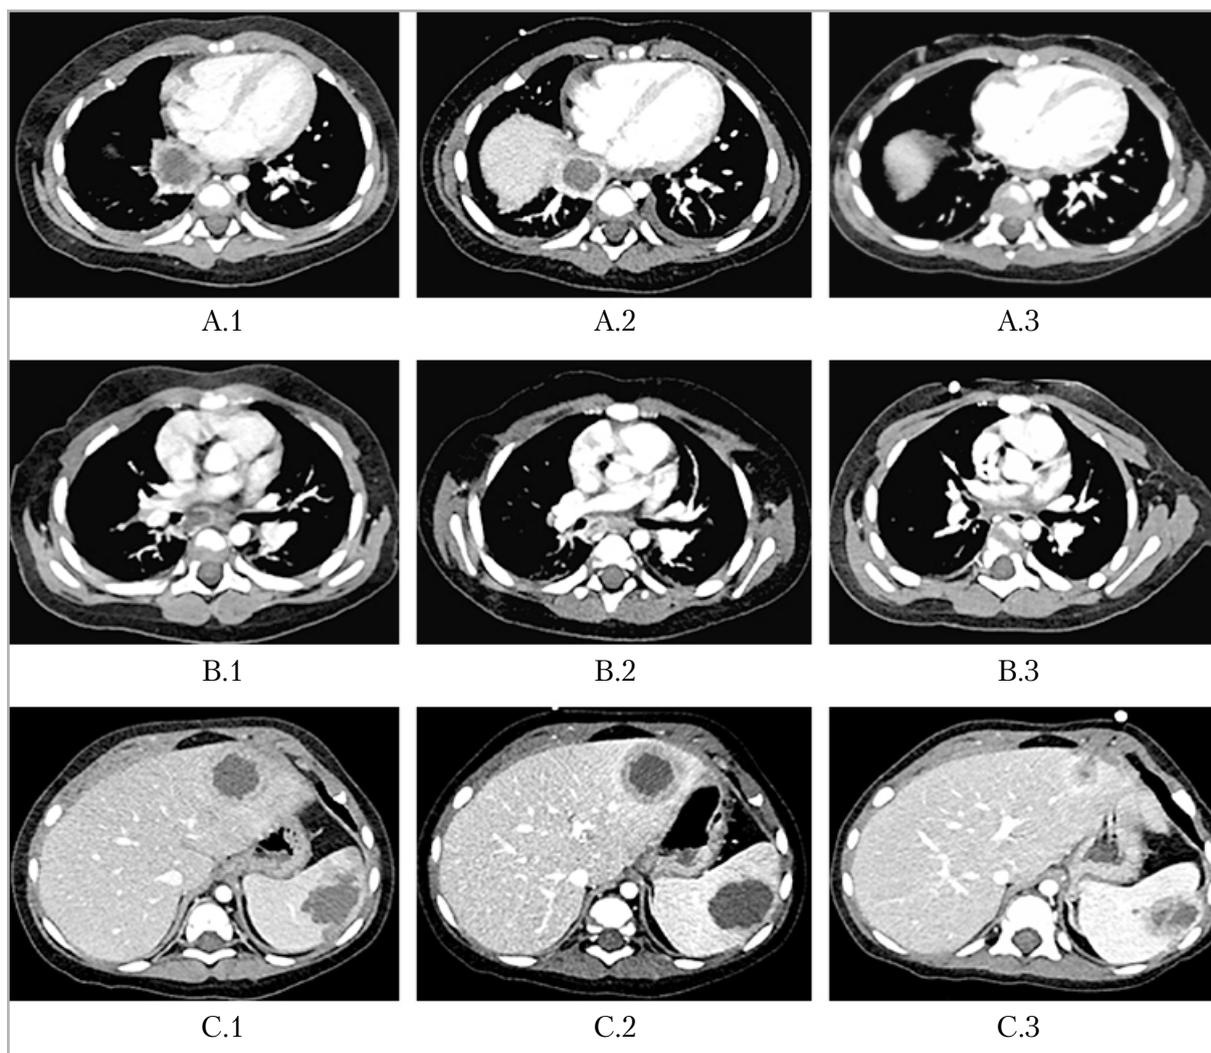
Мультиспиральные компьютерные томограммы органов грудной клетки и брюшной полости с внутривенным контрастированием, венозная фаза, в аксиальной плоскости. Динамика очагов в: (А.1 – А.3) правом легком; (В.1 – В.3) заднем нижнем средостении; (С.1 – С.3) печени и селезенке
